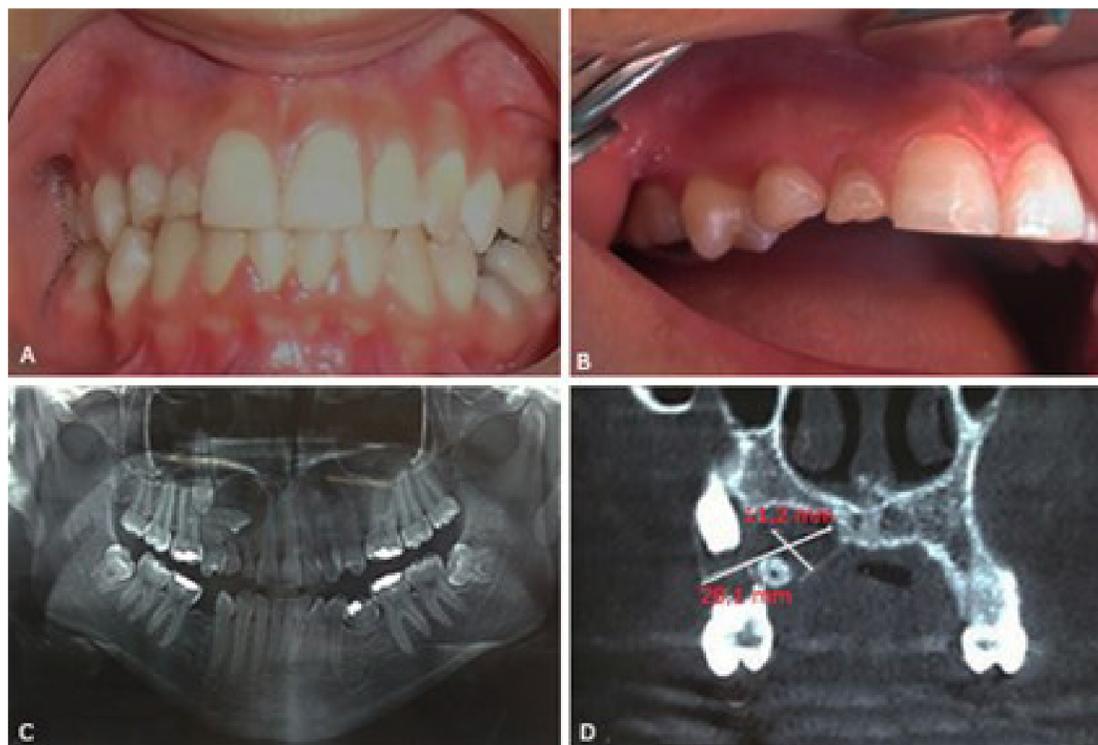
A-B. Al examen clínico se aprecia la presencia de las piezas 52, 53 y 75, C. Ortopantomografía: pieza 12 retenida horizontal y una imagen radiolúcida que rodea la corona y raíz, pieza 13 retenida vertical con la corona proyectada en el ápice de la pieza 15, D. Tomografía: pieza 12 con imagen radiolúcida de dimensiones de 11,2 mm x 20,1 mm desde el tercio medio radicular hasta la raíz de pieza 11, de forma redonda, bordes definidos y corticalizados.
